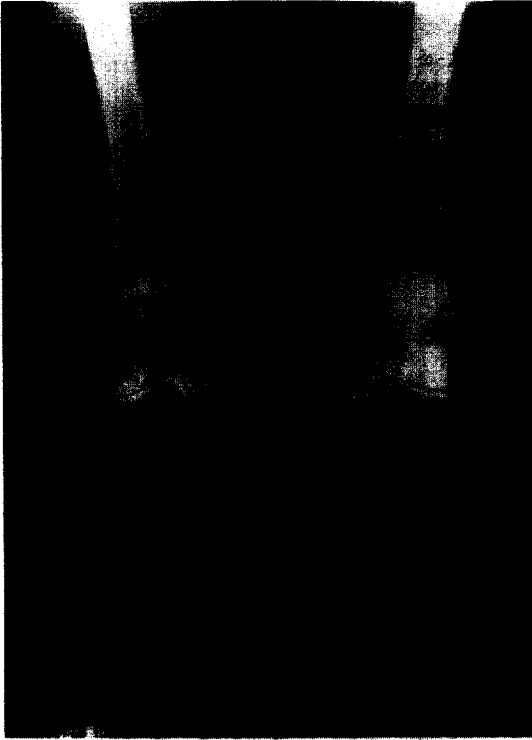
Plain radiograph of both knees shows peri-articular osteopenia and symmetric bilateral joint space narrowing with marginal bony resorption and joint effusion.
